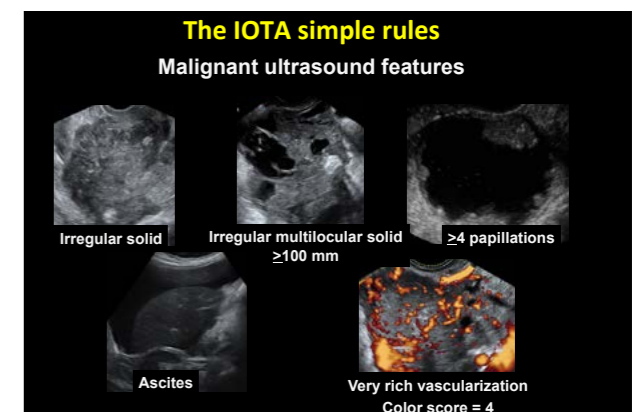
The malignant ultrasound features are shown in a) The benign ultrasound features are shown in b). If only malignant features are present, the mass is classified as malignant. If only benign features are present, the mass is classified as benign. If both benign and malignant features are present, or if none of the ten features is present, the mass cannot be classified using the Simple Rules.
